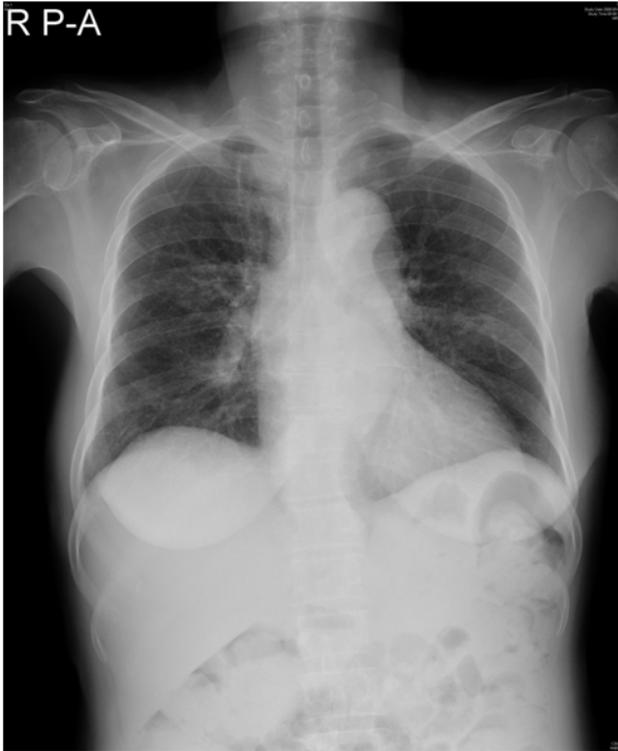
Chest X-ray of a patient with acute myeloid leukemia showed multiple consolidation in both lung fields on day 21 of induction therapy.
